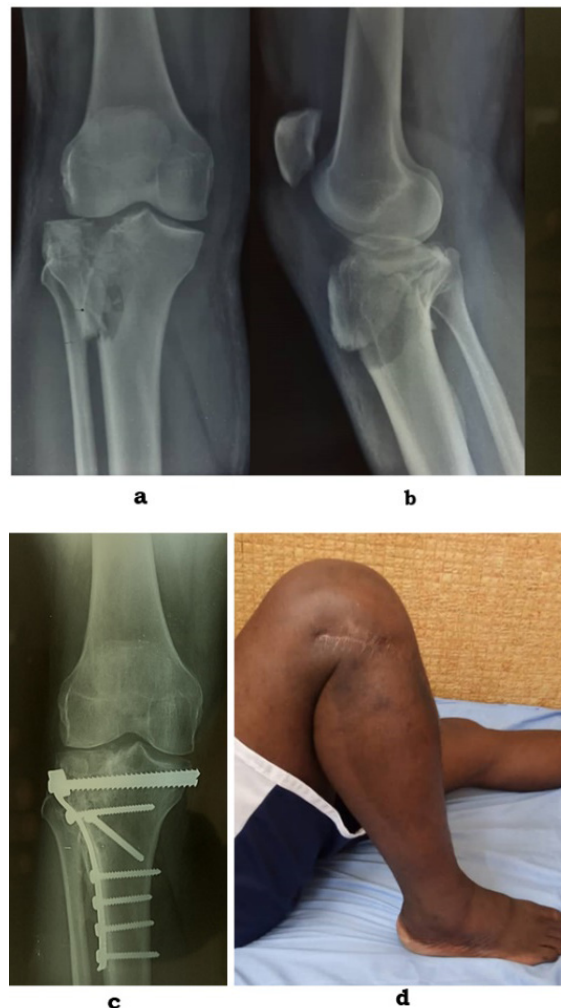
Fracture type IV de Schatzker traité à foyer ouvert par une plaque vissée/ Schatzker type IV fracture treated openly with a screw plate. a: radiographie préopératoire incidence face/ preoperative radiograph, front view ; b: radiographie préopératoire incidence profil/ preoperative radiograph profile view ; c: radiographie postopératoire/ postoperative radiograph; d: flexion du genou droit en postopératoire/ postoperative right knee flexion.
